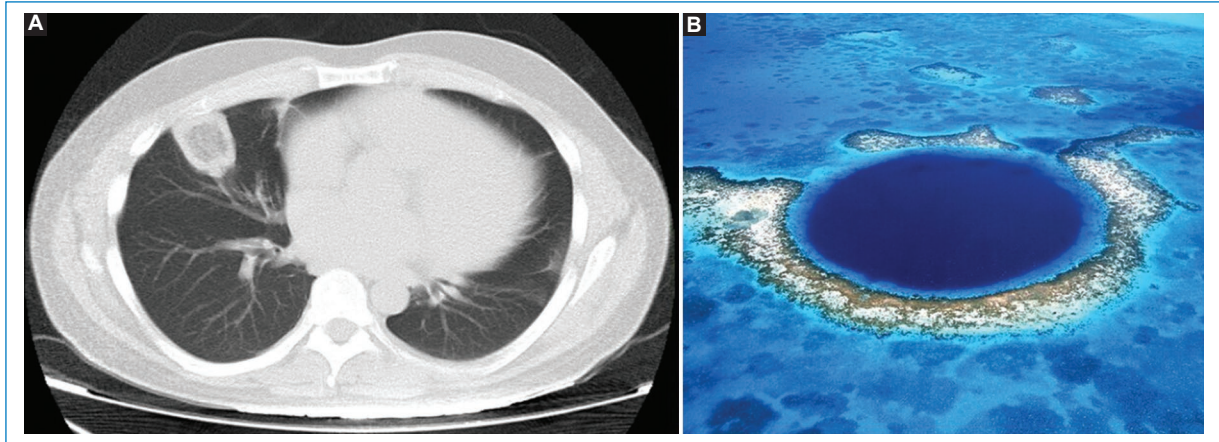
A: corte axial de TC de tórax que muestra, en el pulmón derecho, una lesión con área central “en vidrio esmerilado”, rodeada de un área de mayor densidad en forma de anillo. B: imagen en la que se aprecia la forma característica que da nombre al signo.
